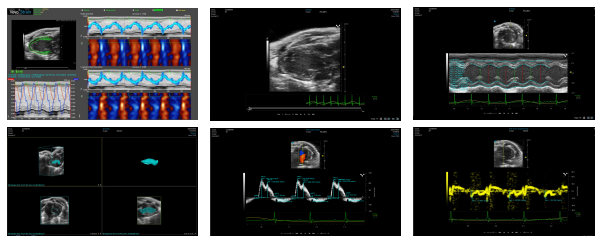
各種心エコーの典型像(慢性アルコール摂取群)
